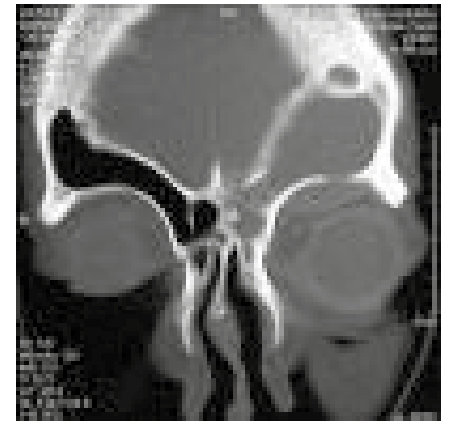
Scansione TC assiale e coronale con m.d.c. pre-operatoria raffigurante il mucocoele
